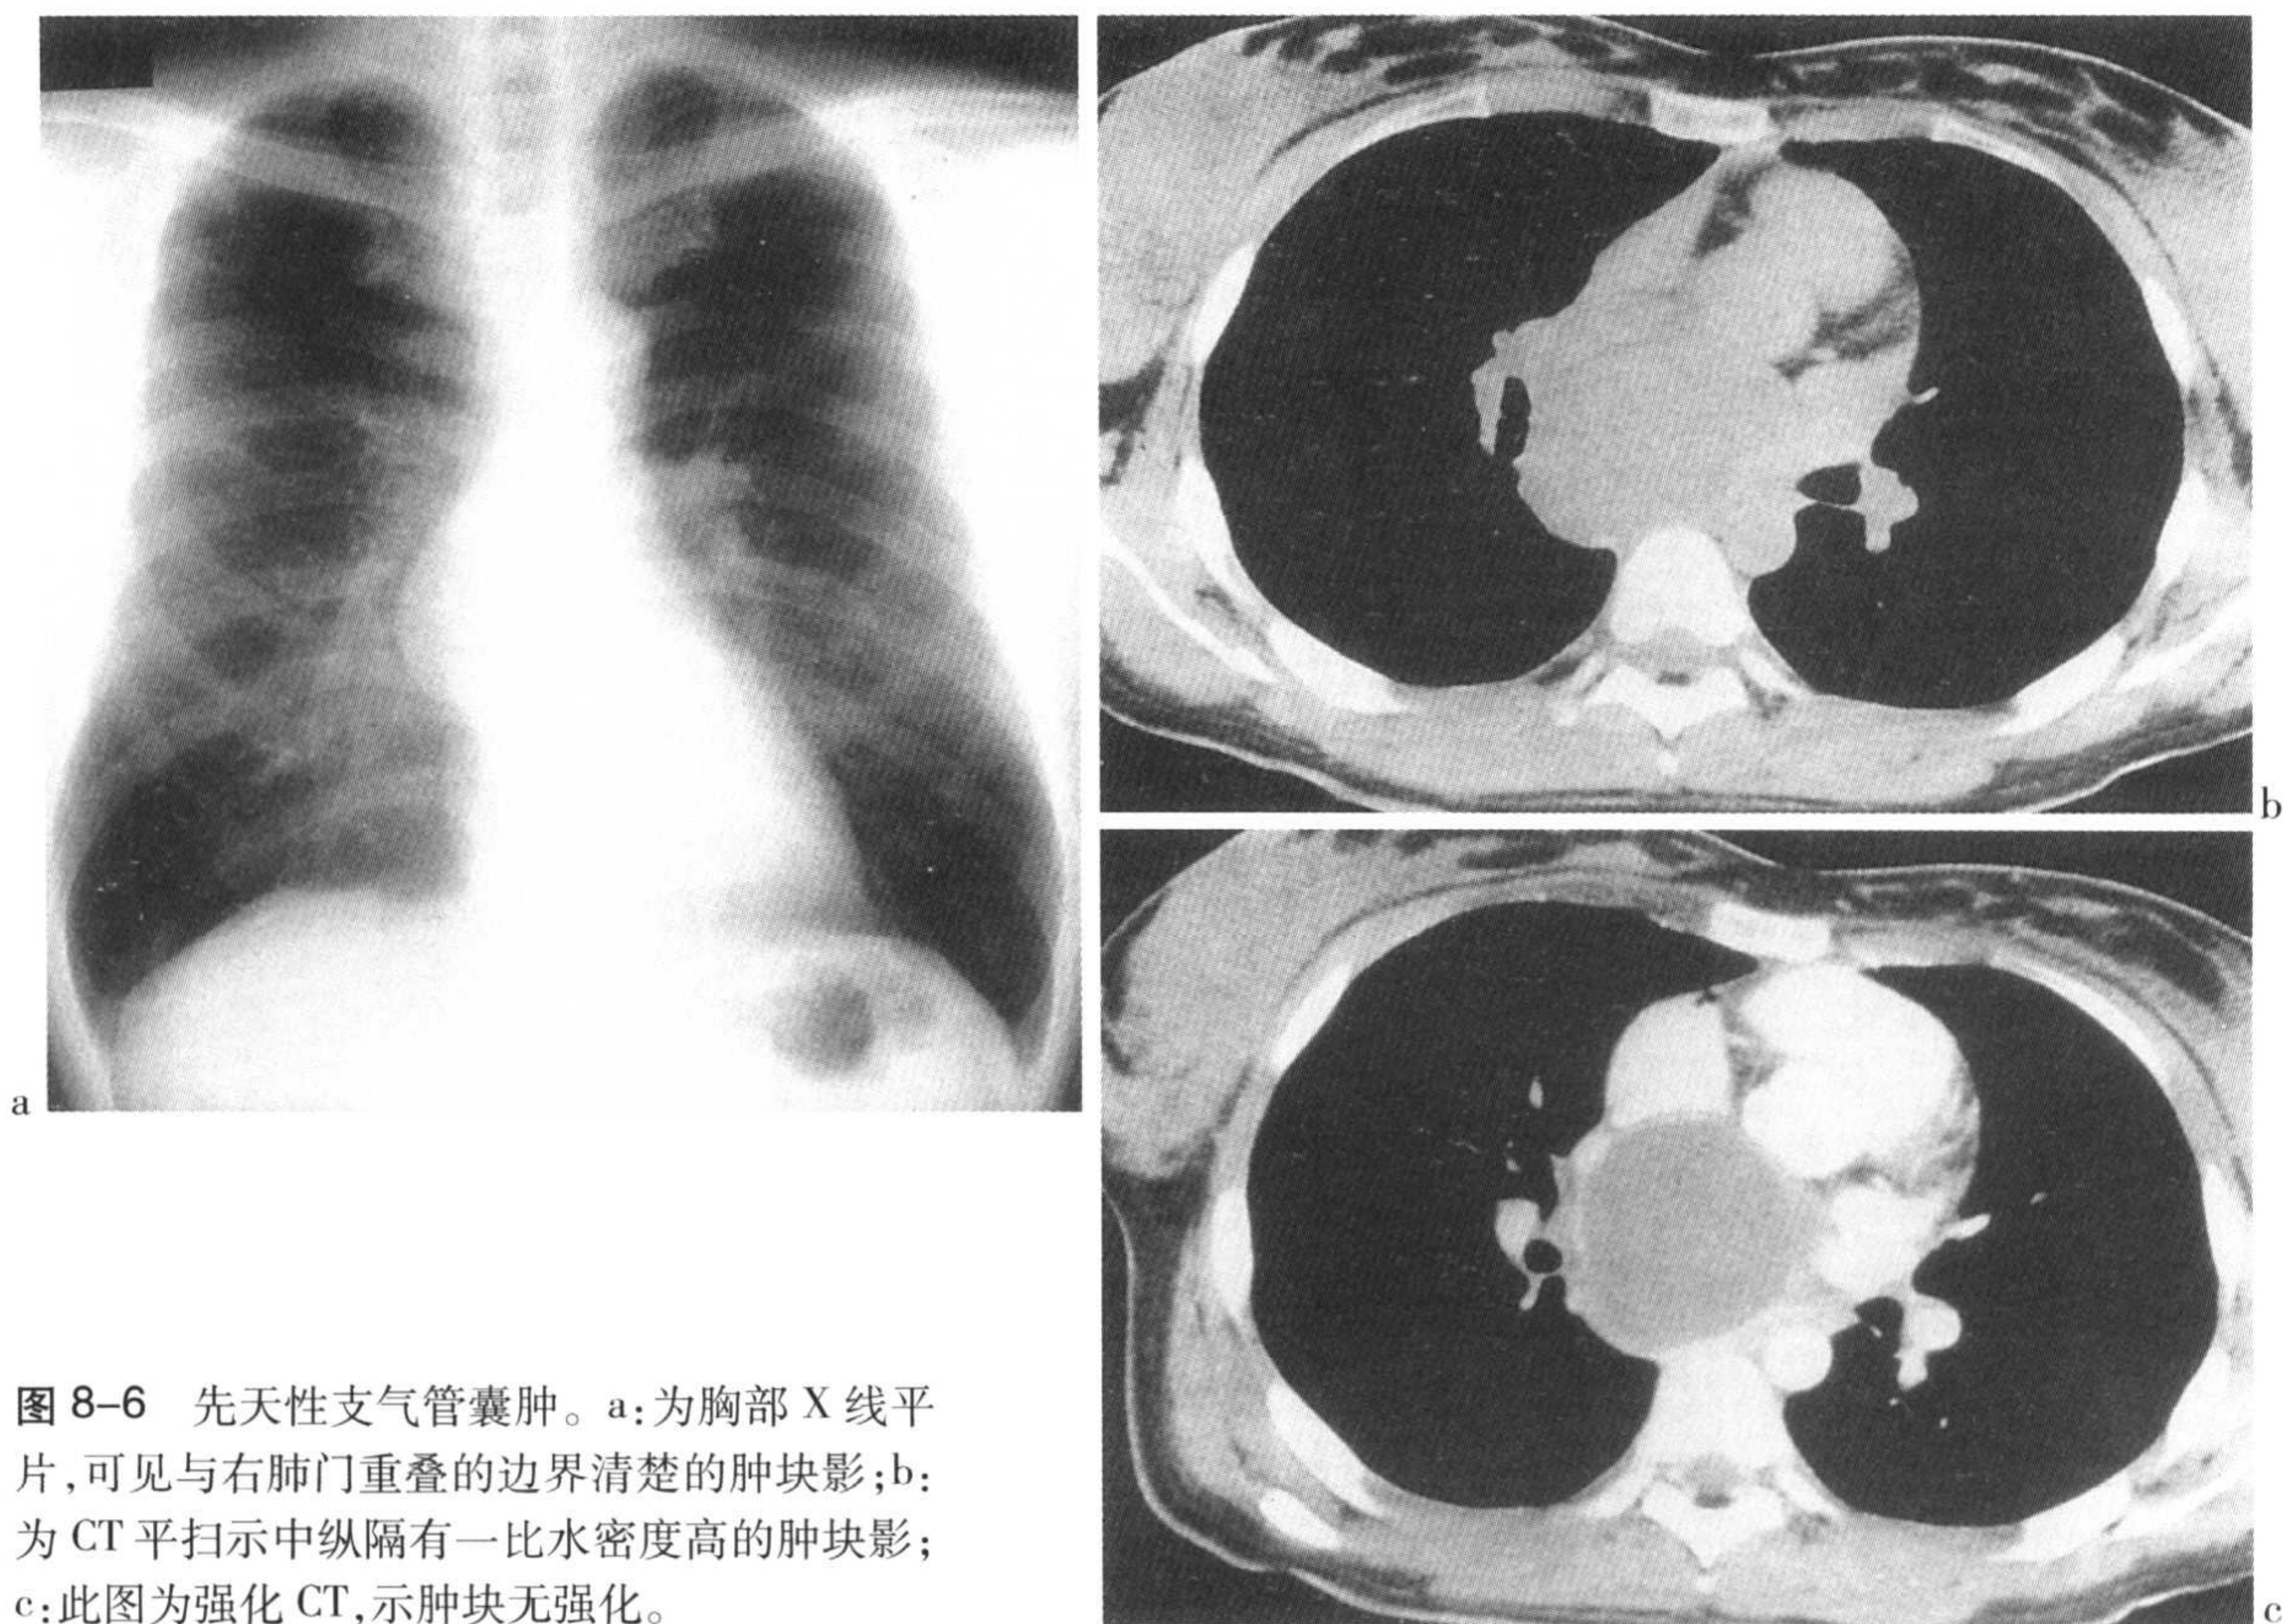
先天性支气管囊肿。a: 为胸部 X 线平片, 可见与右肺门重叠的边界清楚的肿块影; b: 为 CT 平扫示中纵隔有一比水密度高的肿块影; c: 此图为强化 CT, 示肿块无强化。
